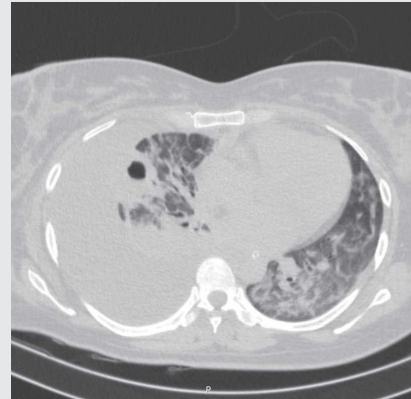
Рентгеновская мультиспиральная компьютерная томография органов грудной клетки. Гидропневмоторакс справа с компрессией правого легкого
